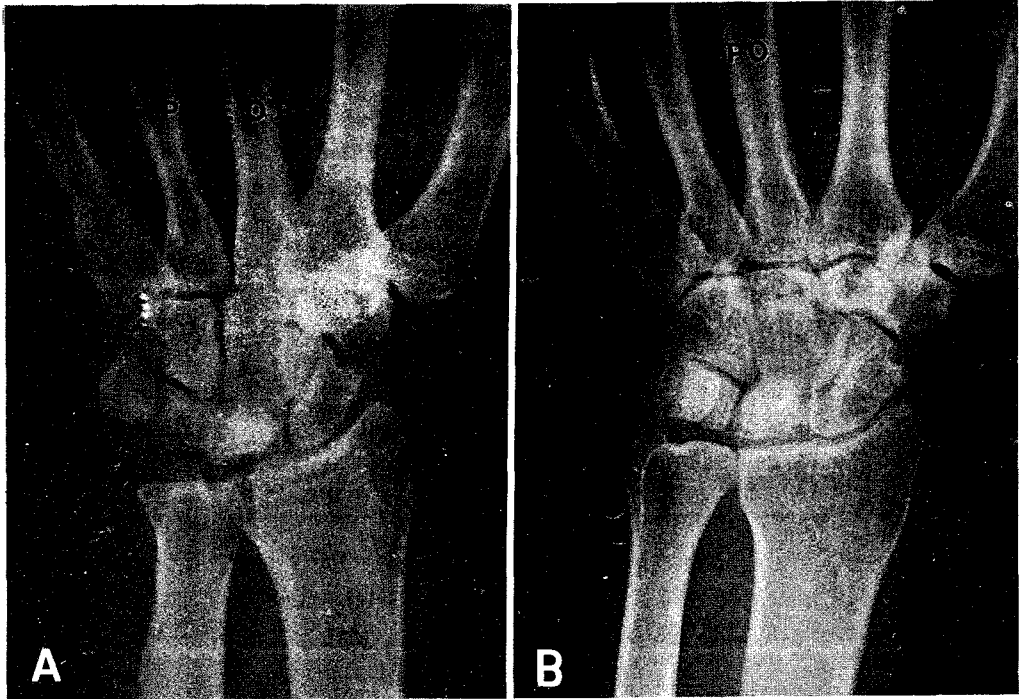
A. Preoperative radiograph of the right wrist of case. This shows the increased bone density(sclerosis), slightly collapse of the lunate.
